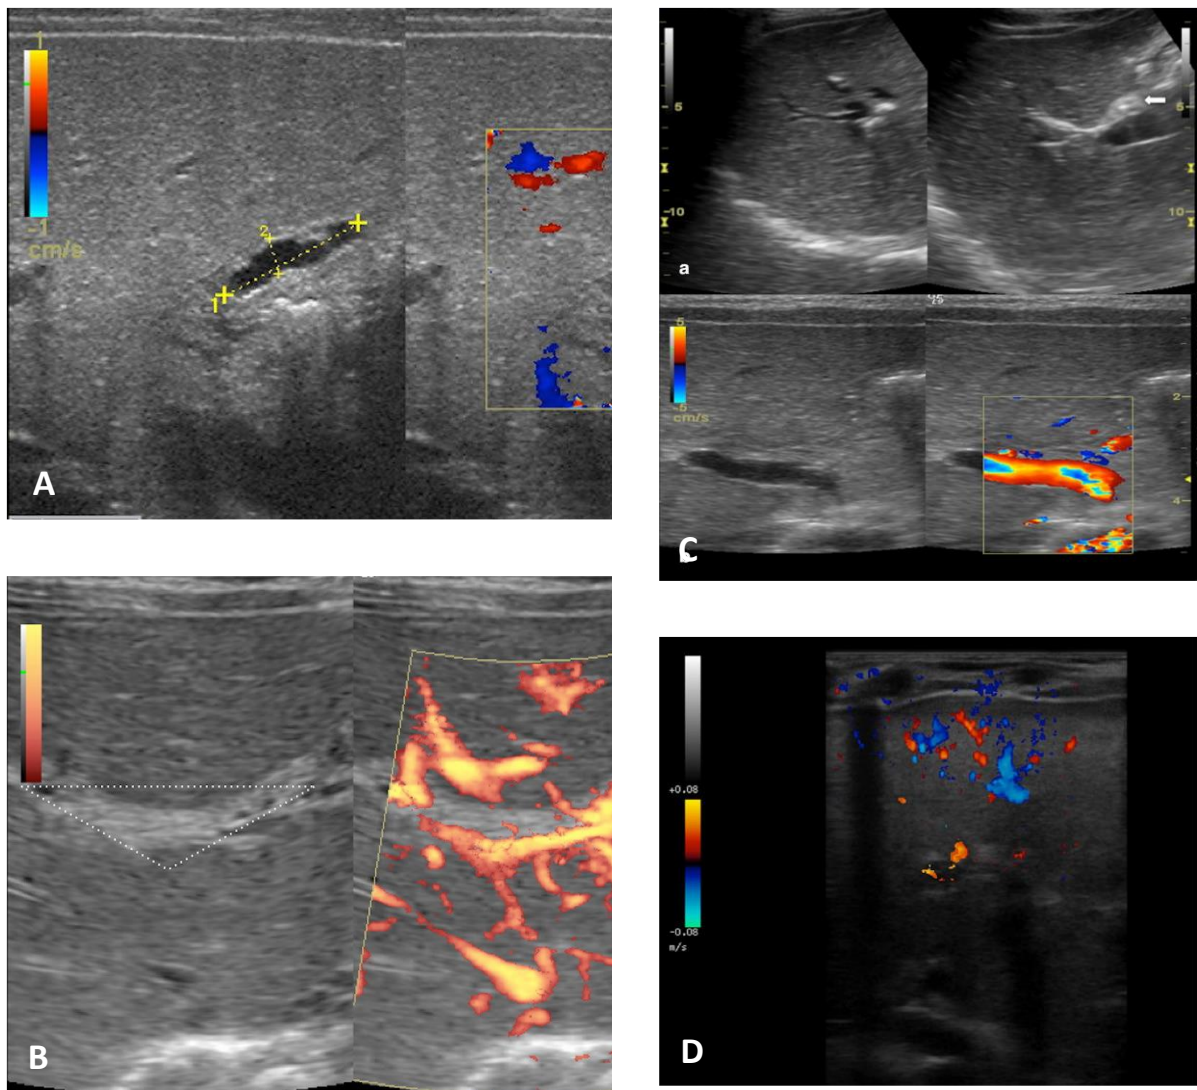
Aspects échographiques évocateurs d'atrésie des voies biliaires^[69] :
